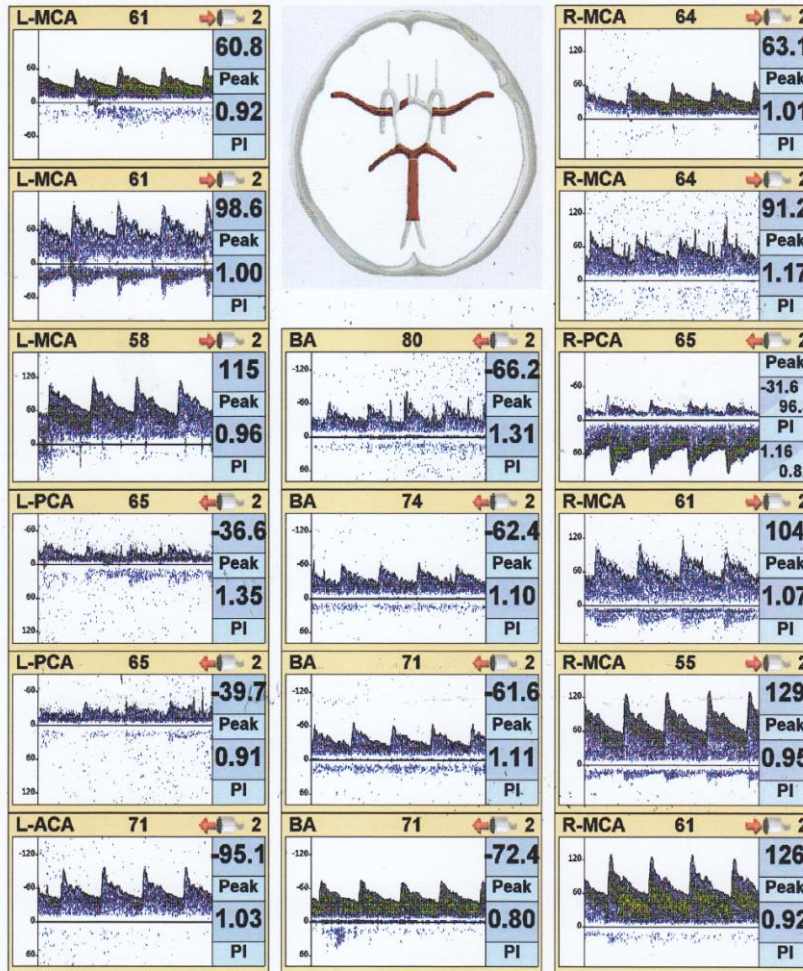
Viasis/Sonara (Cardinal Health –Madison-WI/USA) marka Transkraniyal doppler USG cihazı
